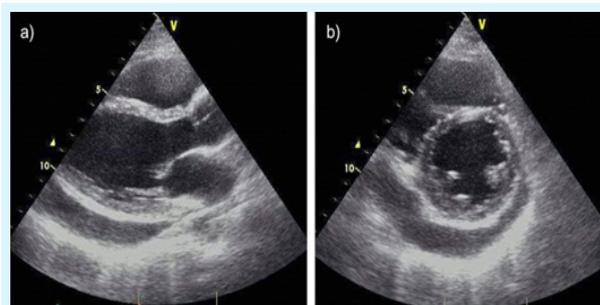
Coupe parasternale montrant un épanchement péricardique circonférentiel de moyenne abondance
